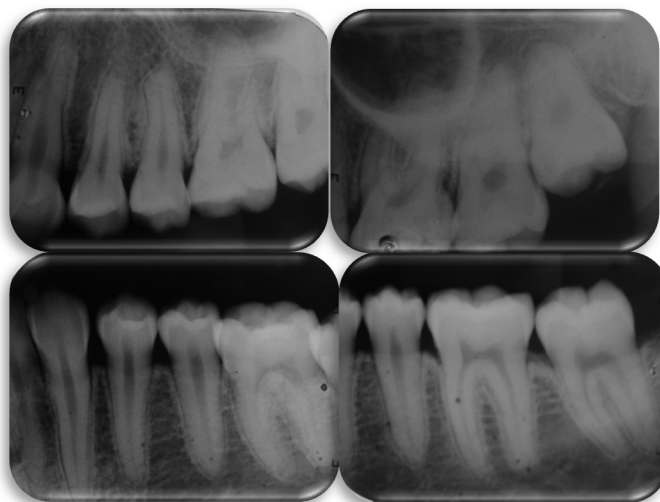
Radiografías del sector posterior derecho.
